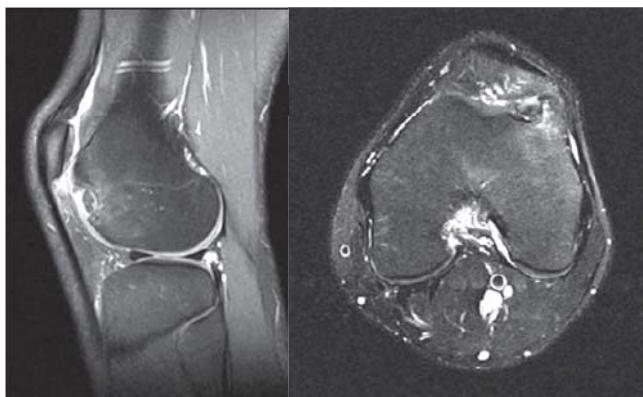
Caso 1: Resonancia magnética de la rodilla izquierda, cinco años de evolución.
